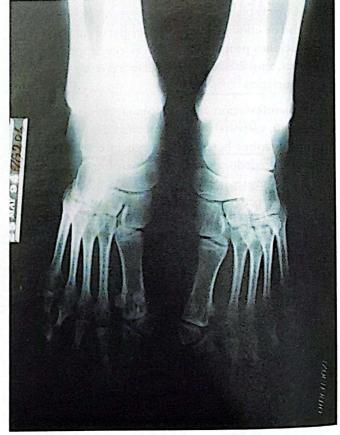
Radiografía de los pies de la paciente. Presencia de una falange proximal en forma de delta.
